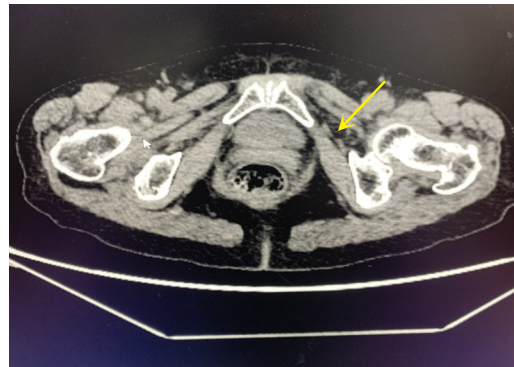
闭孔疝的疝内容物腹盆腔CT扫描影像结果（箭头所示呈脂肪密度影）
